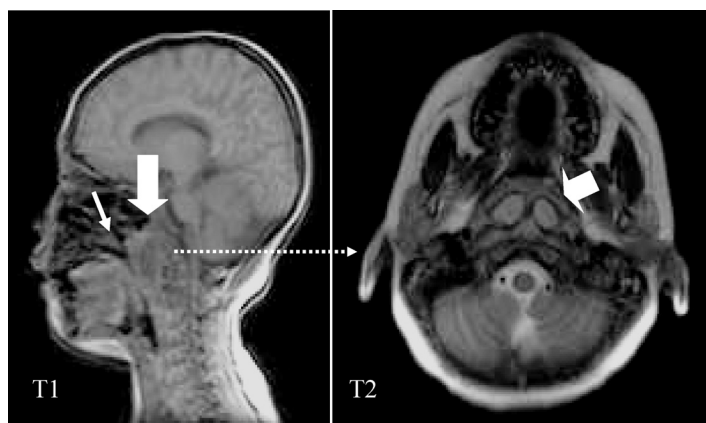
頸部 MRI. 咽頭後壁のリンパ節腫大を認め (太矢印)、上気道狭窄を伴う (細矢印)。
